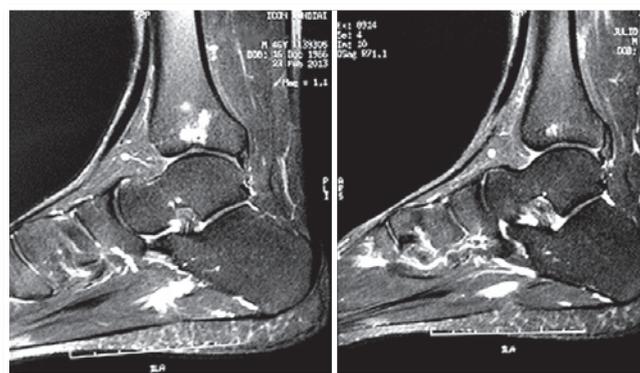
Ressonância magnética sagital em T2 pré-operatório.
